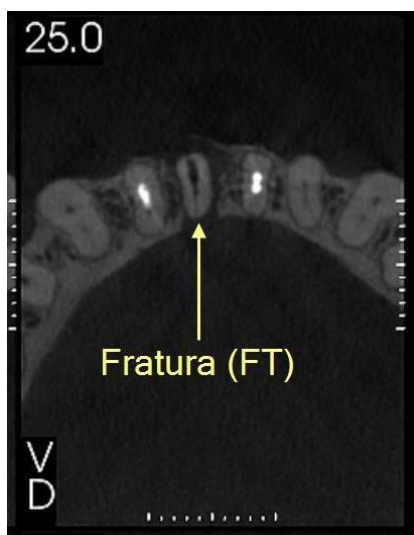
Tomografia corte axial
